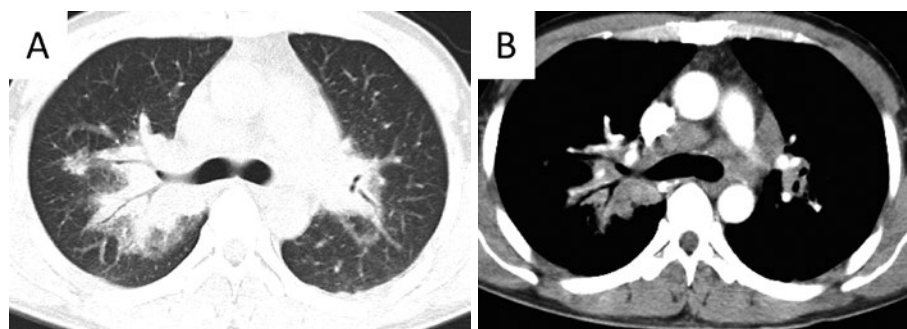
胸部造影CT。(A) 気管支血管束の肥厚や周囲に微細粒状影の散布を伴う多発結節影、すりガラス様陰影を認めた。(B) 縦隔・両側肺門に融合傾向のないリンパ節の腫脹を認めた。
